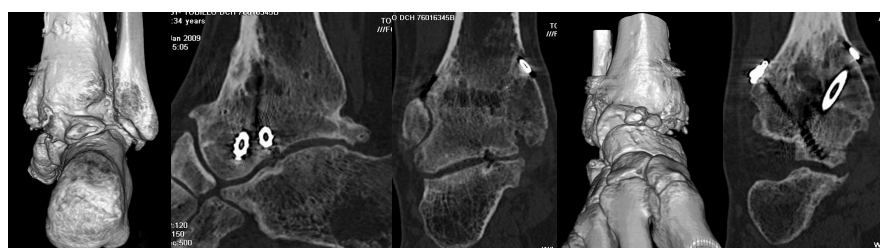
TAC tobillo derecho con artrodesis tibio-talar completa con pinzamiento de la articulación subastragalina posterior con osteofitos. La punta del tornillo lateral se identifica en la articulación subtalar media. Existe un pequeño núcleo de osificación accesorio talo-escafoideo dorsal.
